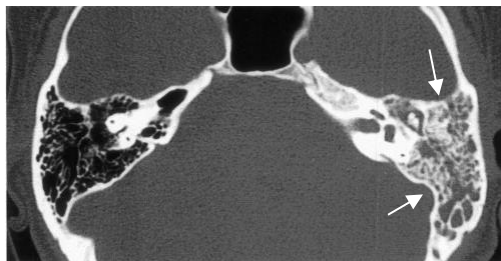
TC de ouvidos com preenchimento da cavidade timpânica e da mastoide à esquerda (setas).
